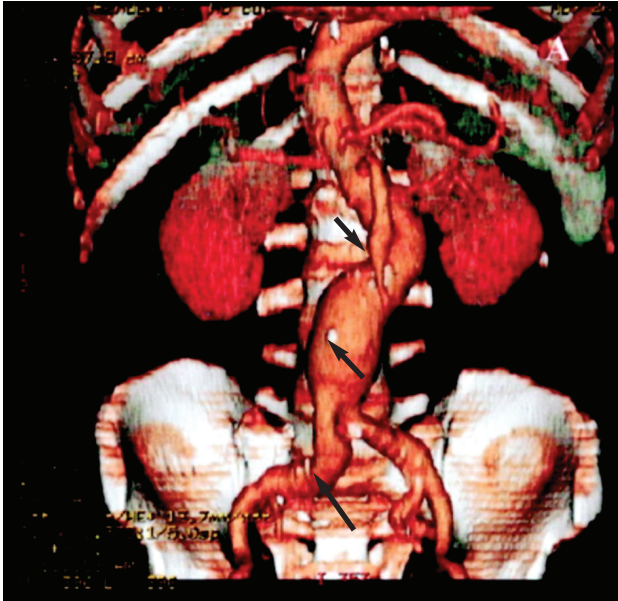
Angiotomografia com reconstrução tridimensional revelando aneurisma de artéria mesentérica, aorta abdominal e ilíacas na doença de Takayasu (setas).
